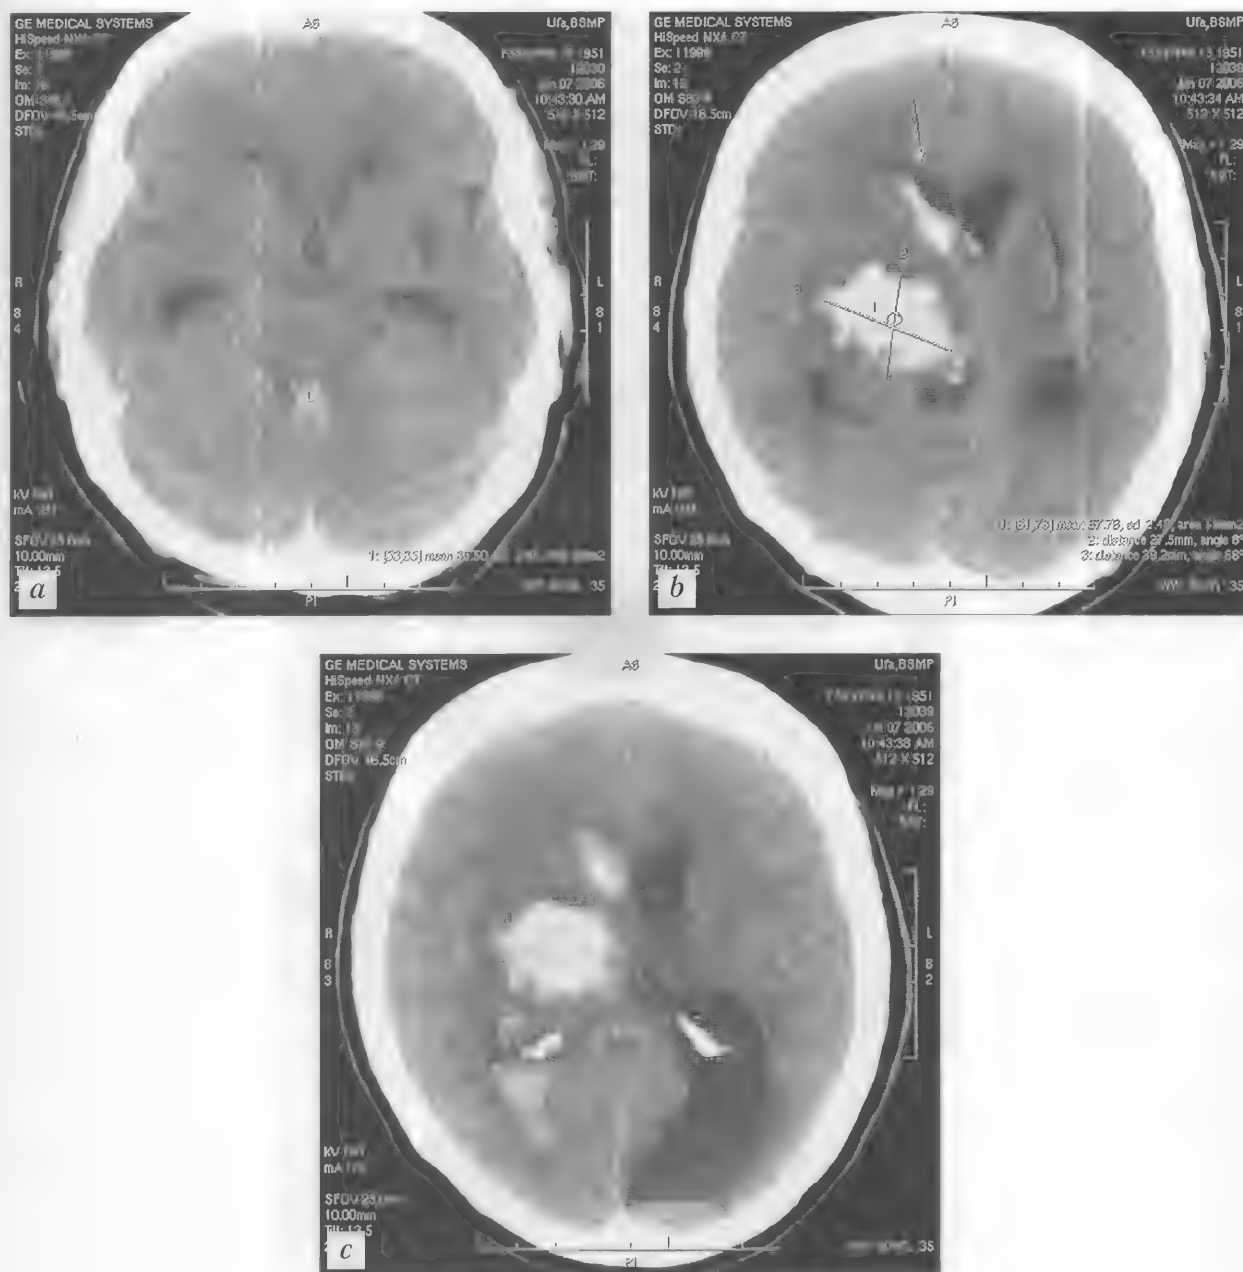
Больная Ч., 55 лет. Острый геморрагический инсульт. Паренхиматозно-вентрикулярное кровоизлияние. Медиальная таламо-капсулярная гематома с прорывом крови в желудочковую систему. Тампонада IV желудочка. Постишемическая киста в проекции скорлупы левого полушария. Резидуальная вентрикулопатия с деформацией заднего рога левого бокового желудочка. КТ — а-с
